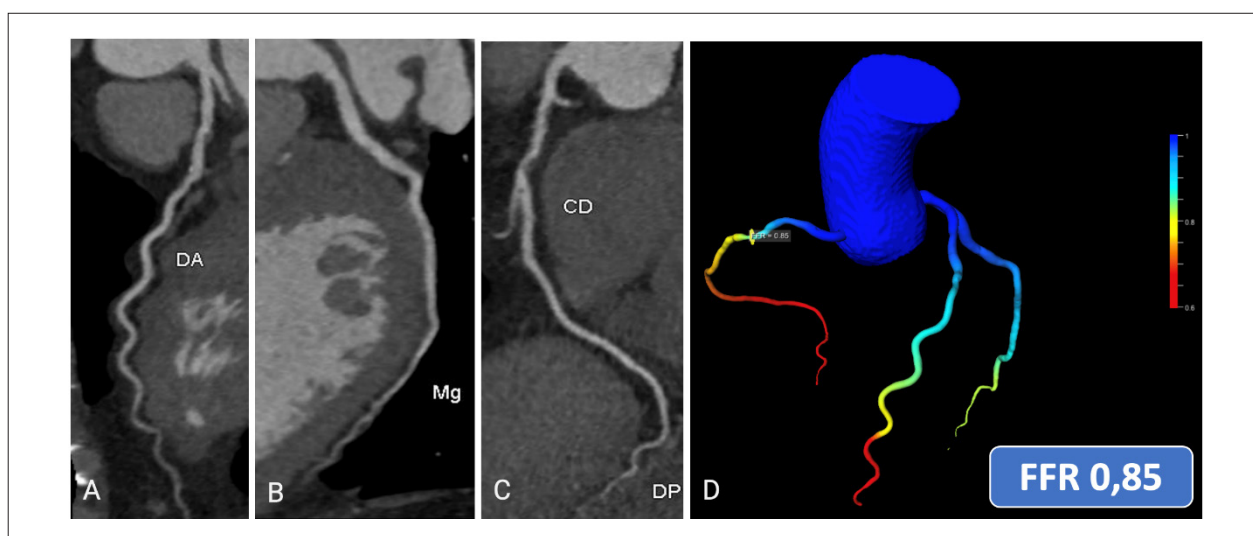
Modificador I. CAD-RADS 3/P1/I-. Imagem A mostra DA com estenoses discretas (25-49%). Imagem B mostra artéria Cx sem redução luminal. Imagem C evidencia artéria CD com redução luminal moderada (50-69%). P1: carga de placa discreta, acometendo dois vasos. Imagem D mostra FFR-CT com valor de 0,85, negativo para isquemia. Fonte: caso gentilmente cedido por Dra. Tamara Carvalho de Moraes. DA: descendente anterior; FFR: reserva fracionada de fluxo miocárdico; Mg: Marginal; CD: coronária direita.
